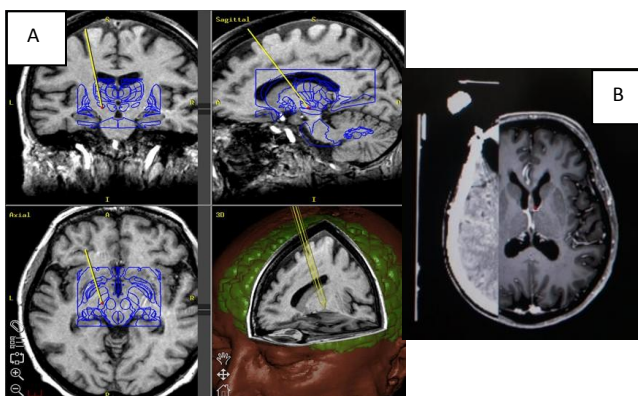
Planeamento cirúrgico com recurso à Neuronavegação. A) Nos vários planos é determinado o possível trajecto dos estimuladores e a sua localização final; B) Fusão de imagem de TC e RM – Fonte: ⁹
